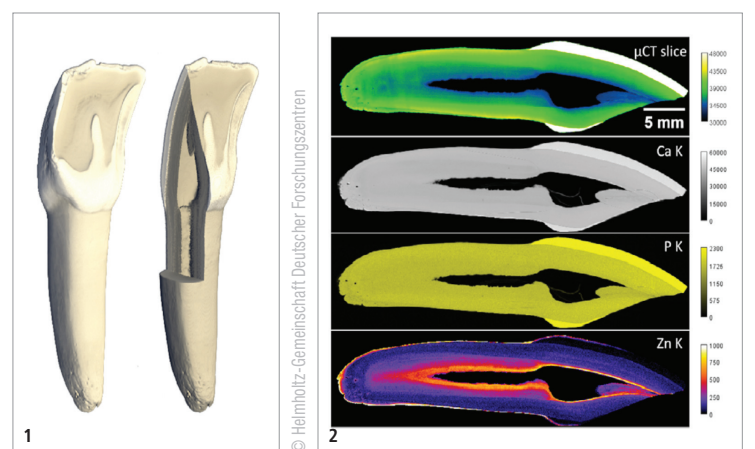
Mikro-Computertomografie eines vollständigen Zahns, der Anschnitt daneben zeigt innere Strukturen. – Abb. 2: Mikro-CT-Schnitt desselben Volumens zeigt die Absorption (oben). Darunter sind Intensitätsverteilungen der Fluoreszenzmessungen von Phosphor, Kalzium und Zink dargestellt. Während die Hauptbestandteile Kalzium und Phosphor homogen verteilt sind, steigt die Zinkkonzentration in Richtung Pulpa an.
